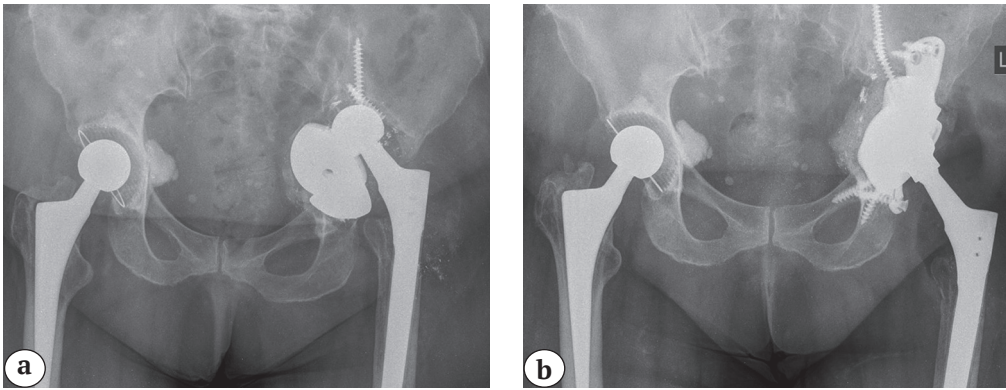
Рентгенограммы таза пациентки 74 лет:
